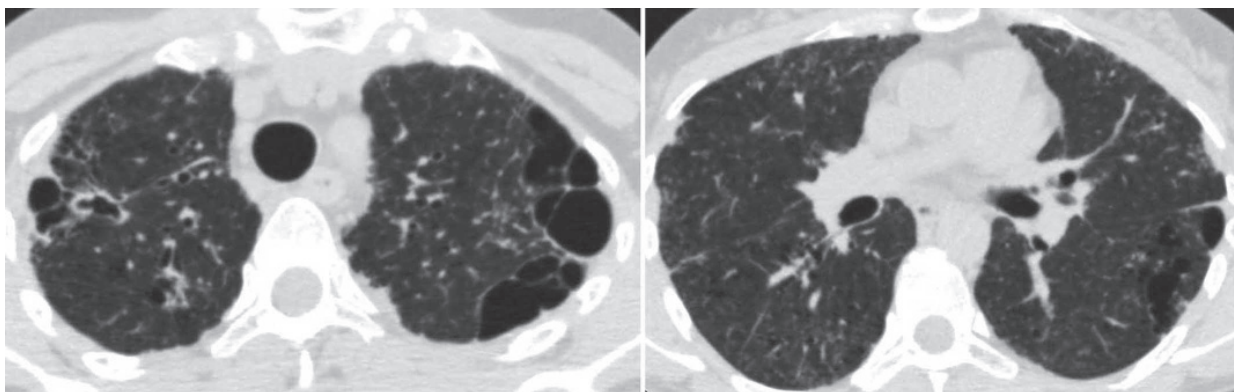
КТ ОГП від 11.05.2023 — аксіальні зрізи на рівні рукоятки грудини та головних бронхів.
